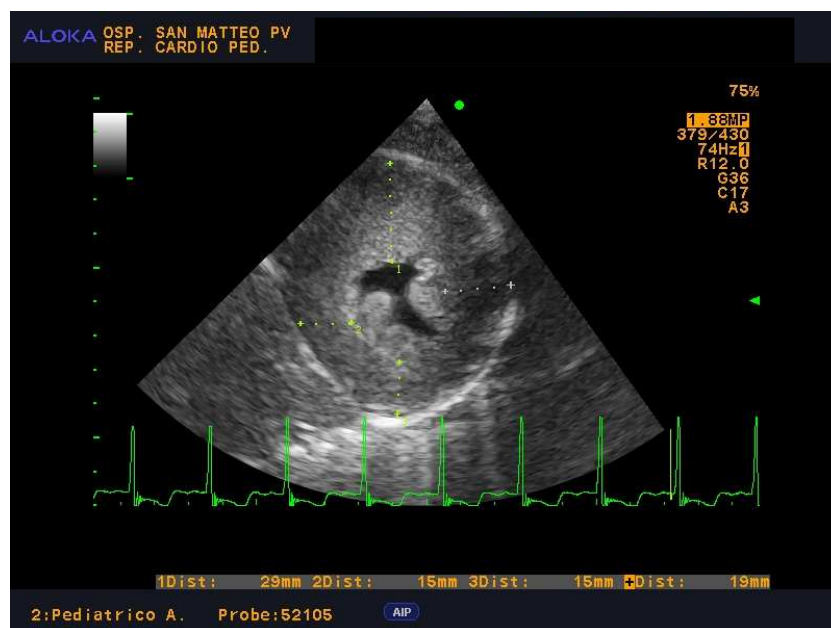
Ecocardiografia bidimensionale, proiezione parasternale asse corto a livello dei papillari: cardiomiopia ipertrofica severa a carico di tutti i segmenti del ventricolo sinistro.
